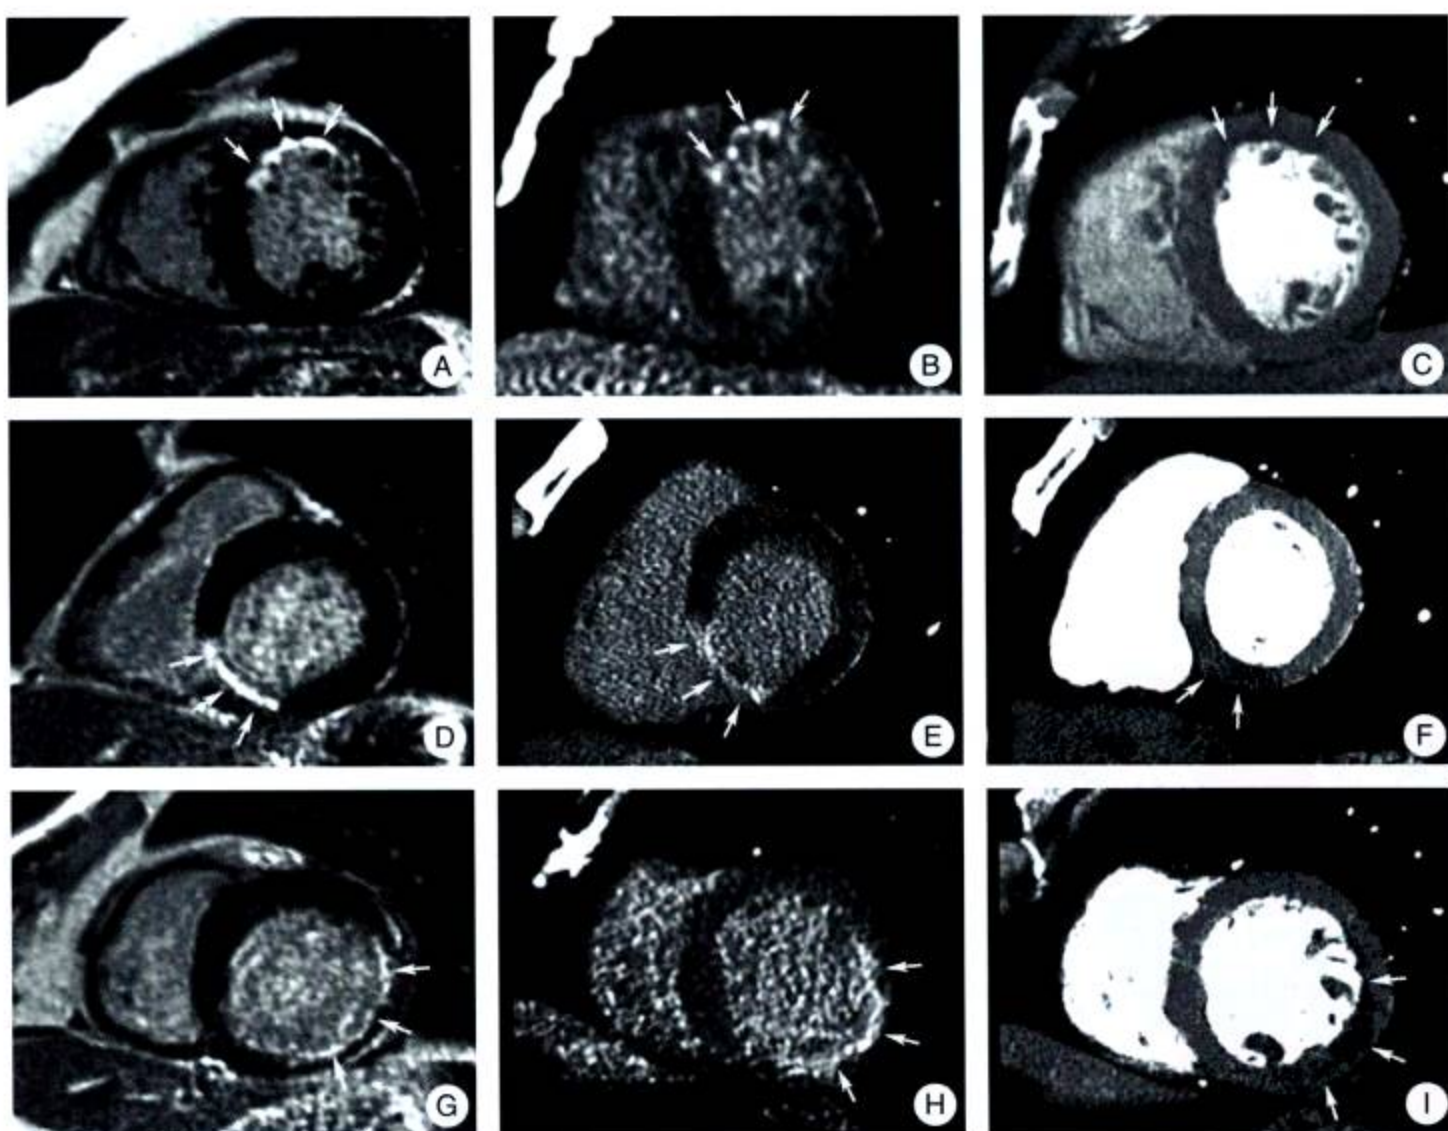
MDCT 和 MRI 对照研究显示心肌梗死
